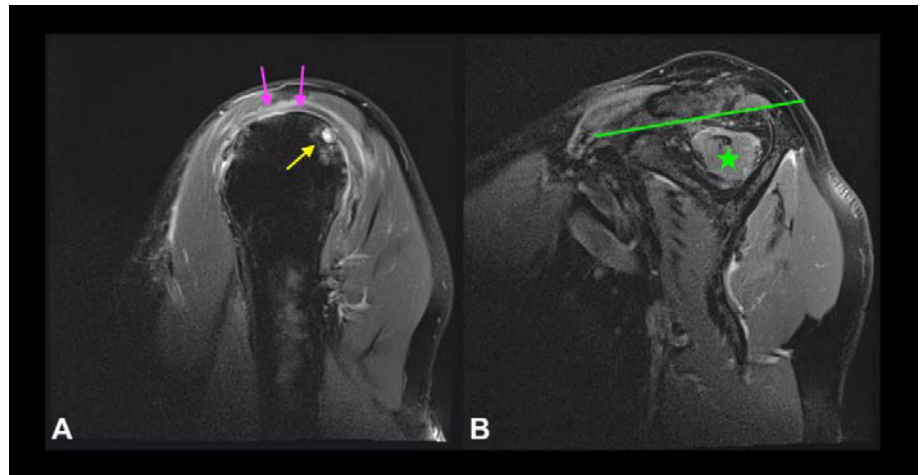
MRT (T1-gewichtet) einer linken Schulter, parasagittale Schnittführung auf Höhe des Humeruskopfs (A) und auf Höhe der Spina scapularis (B). Es zeigt sich eine chronische Ruptur der Rotatorenmanschette mit Beteiligung der Supraspinatussehne und Infraspinatussehne (violette Pfeile) mit einer reduzierten Knochendichte und zystischen Formationen am Sehnenansatz des Humeruskopfs (gelber Pfeil). Ebenso zeigen sich eine fortgeschrittene fettige Degeneration sowie Atrophie der Supraspinatussehne (grüner Stern) mit positiven Tangentenzeichen (grüner Strich)
